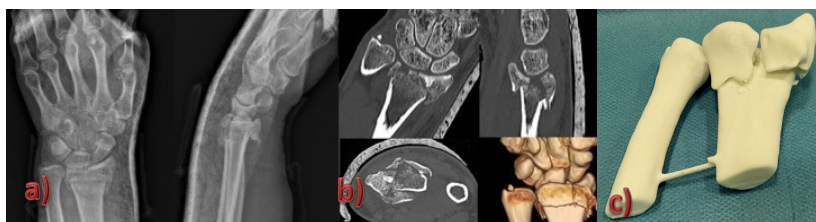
a) x-ray b) CT 2D and 3D views c) 3D printed model
